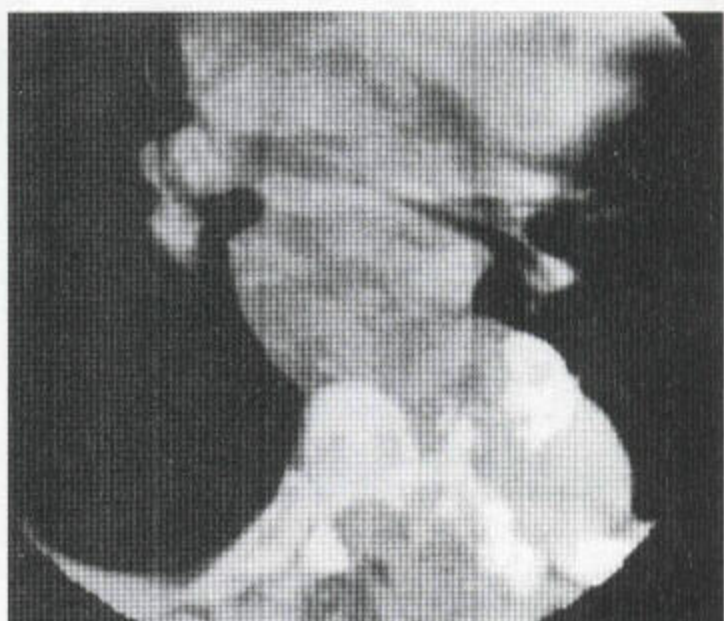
骶骨的巨细胞瘤 (a) X线侧位片显示骶骨有膨胀性、溶骨性损害。(b) 放射性核素骨扫描示骶骨尤其是下部摄取显著增加并伴骨膨大。(c) CT扫描示一个巨大的溶骨性、膨胀性损害,后者境界清晰,未穿过骶髂关节。(d) MR矢状位 T_1 注射钆后的加权序列示富含血管的膨胀性损害,凹入直肠和膀胱。尾骨位于下方(箭头)。(e) 经同一部位的矢状位 T_2 加权 MR 图示一个巨大的软组织块。
